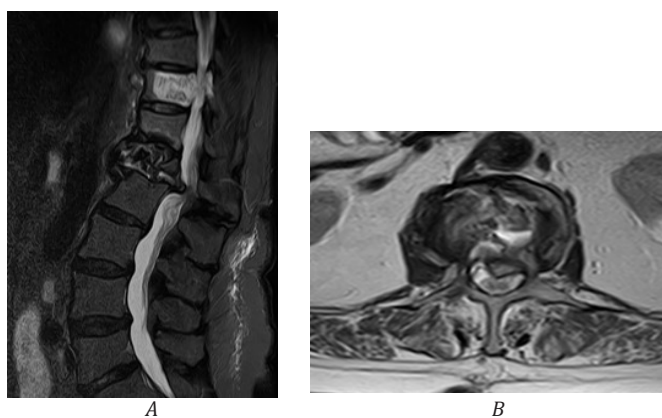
До операционные МРТ снимки, А - Компрессионный перелом L1 позвонка с компрессией спинного мозга. В - Гемангиома тела Th11 позвонка
